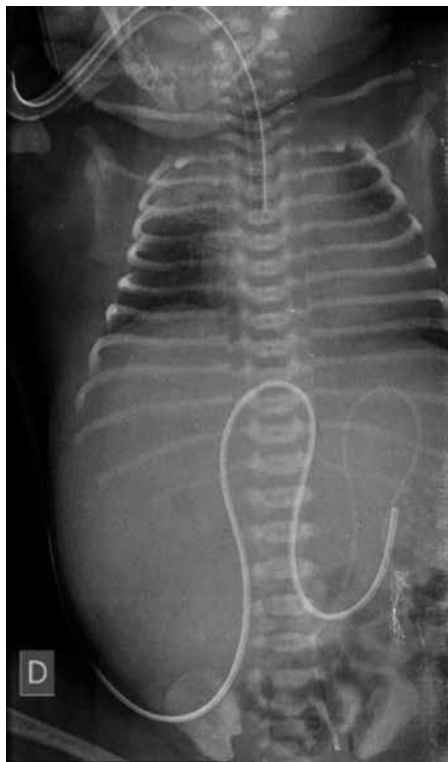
Radiografía de tórax y abdomen al ingreso. Destaca cardiomegalia y gran masa (que parece depender de hígado) que ocupa casi la totalidad del abdomen y desplaza estructuras vasculares (visualizadas por medio de los catéteres umbilicales)
